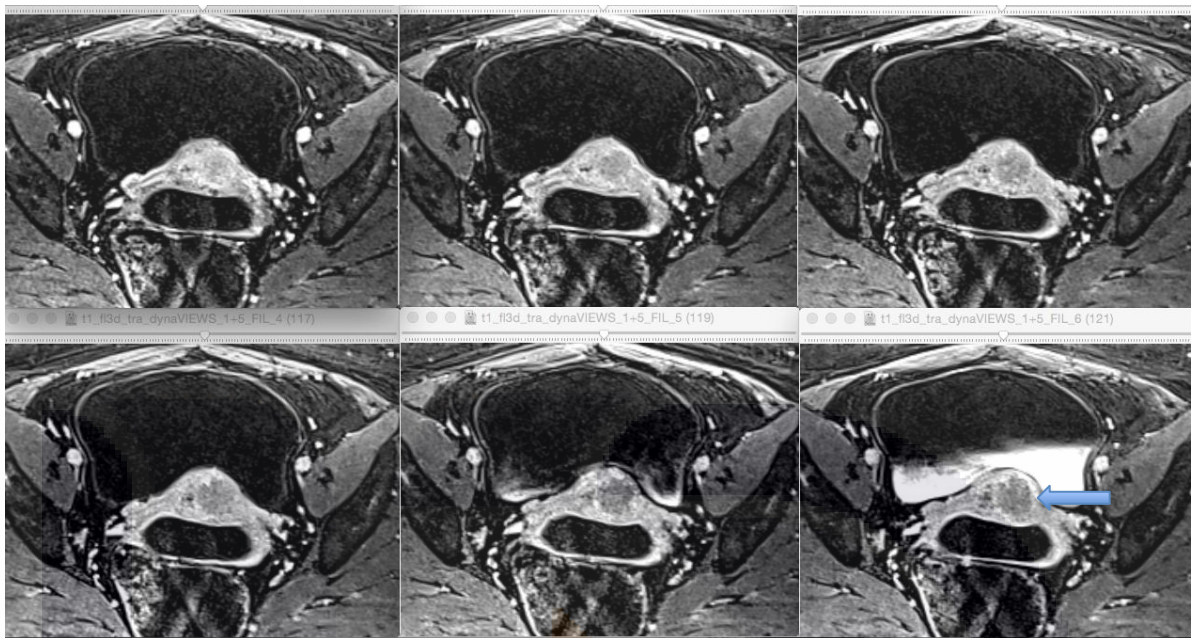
RM secuencias dinámicas de perfusión.
